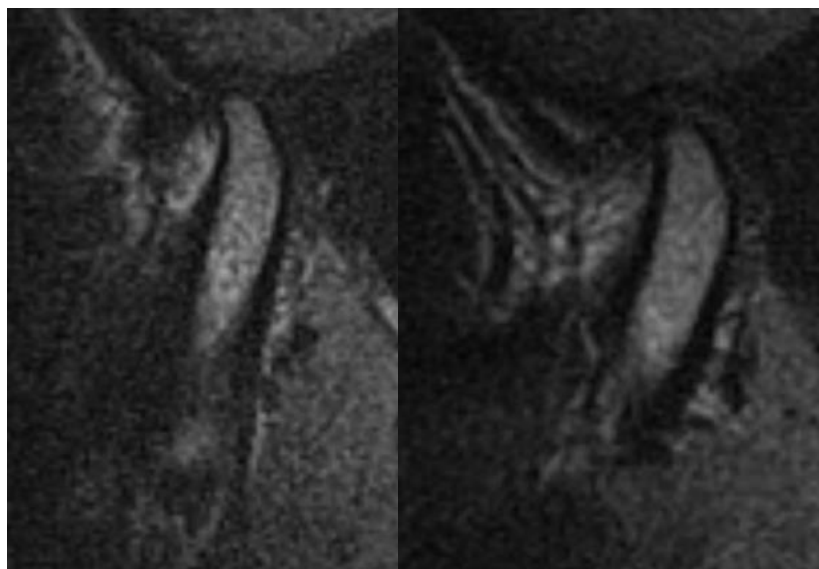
МРТ ВНЧС пациента
